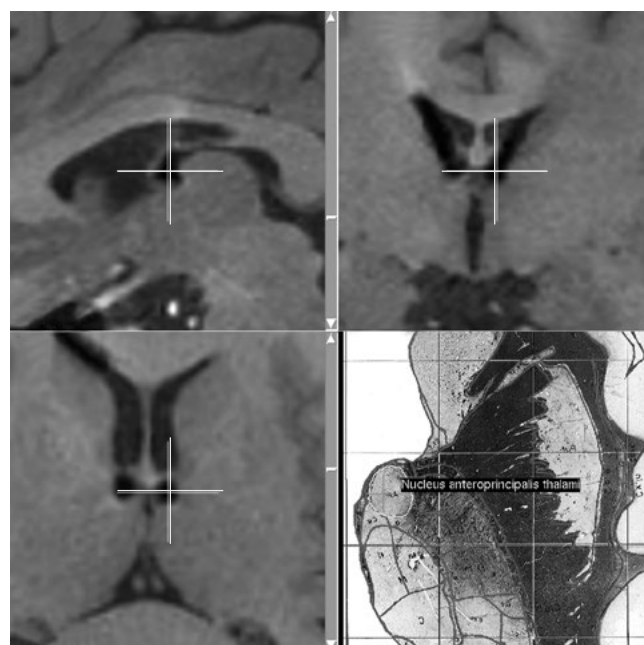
Послеоперационное МРТ пациентки С.
